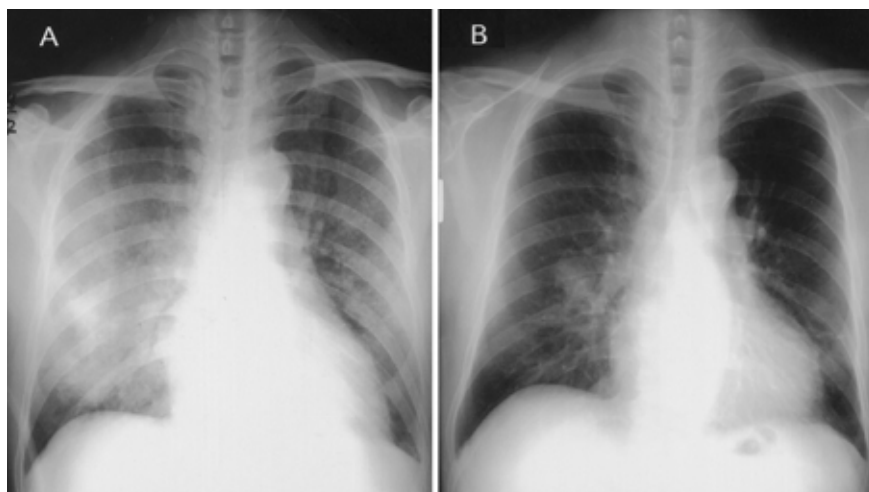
Chest radiographs (A) on admission and (B) after therapy.
